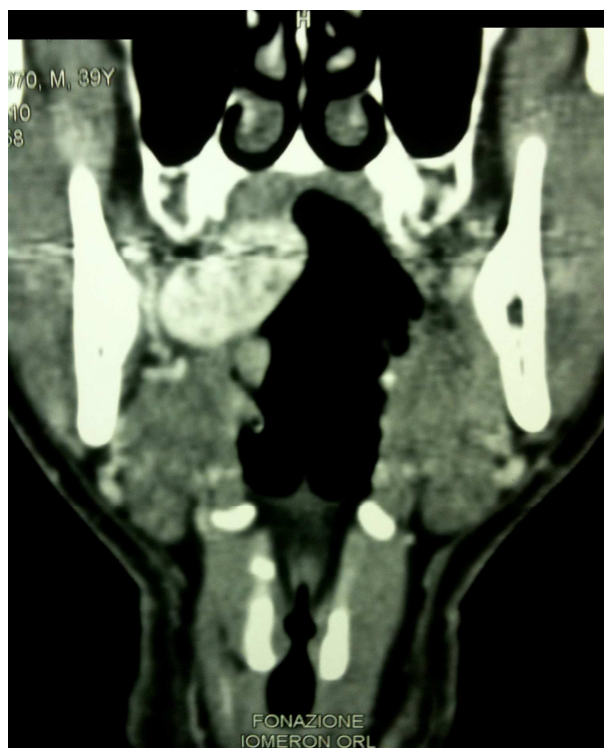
Tumore fibroso solitario extrapleurico, proiezione coronale immagine TC. *Contrast enhancement* vivace ed inomogeneo per la presenza di aree ipodense nodulari.
